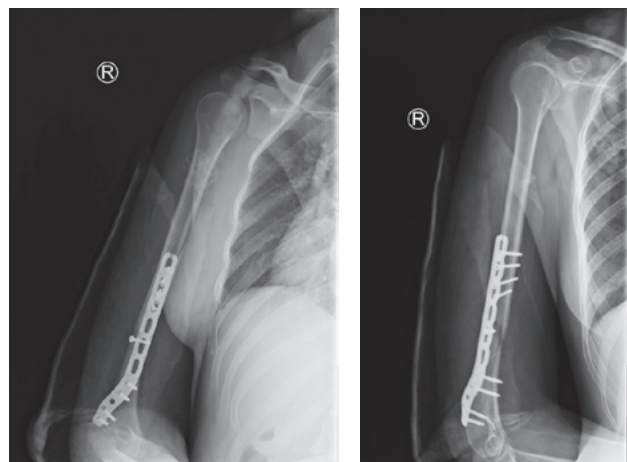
Рентгенограммы пациентки Б., прямая и боковая проекции. Выполнен остеосинтез плечевой кости пластиной. Положение отломков и фиксатора удовлетворительное
